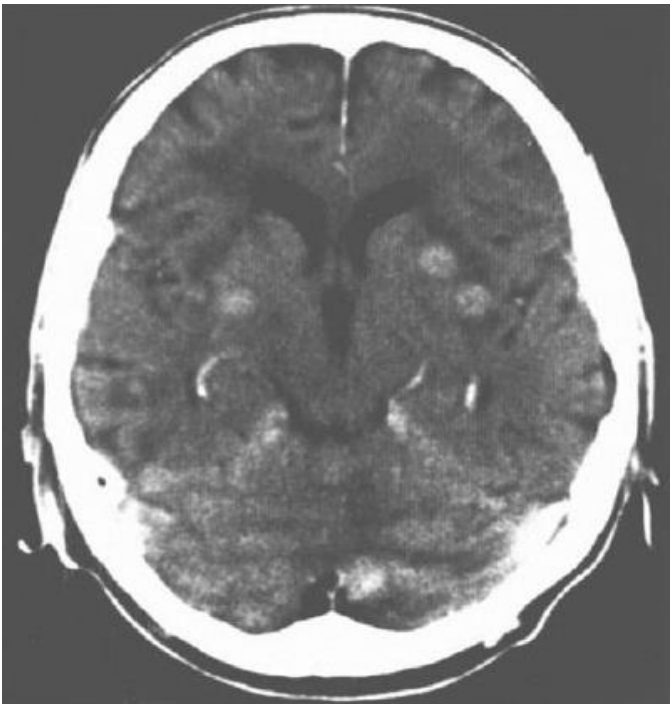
КТ-ознаки множинних метастазів головного мозку
